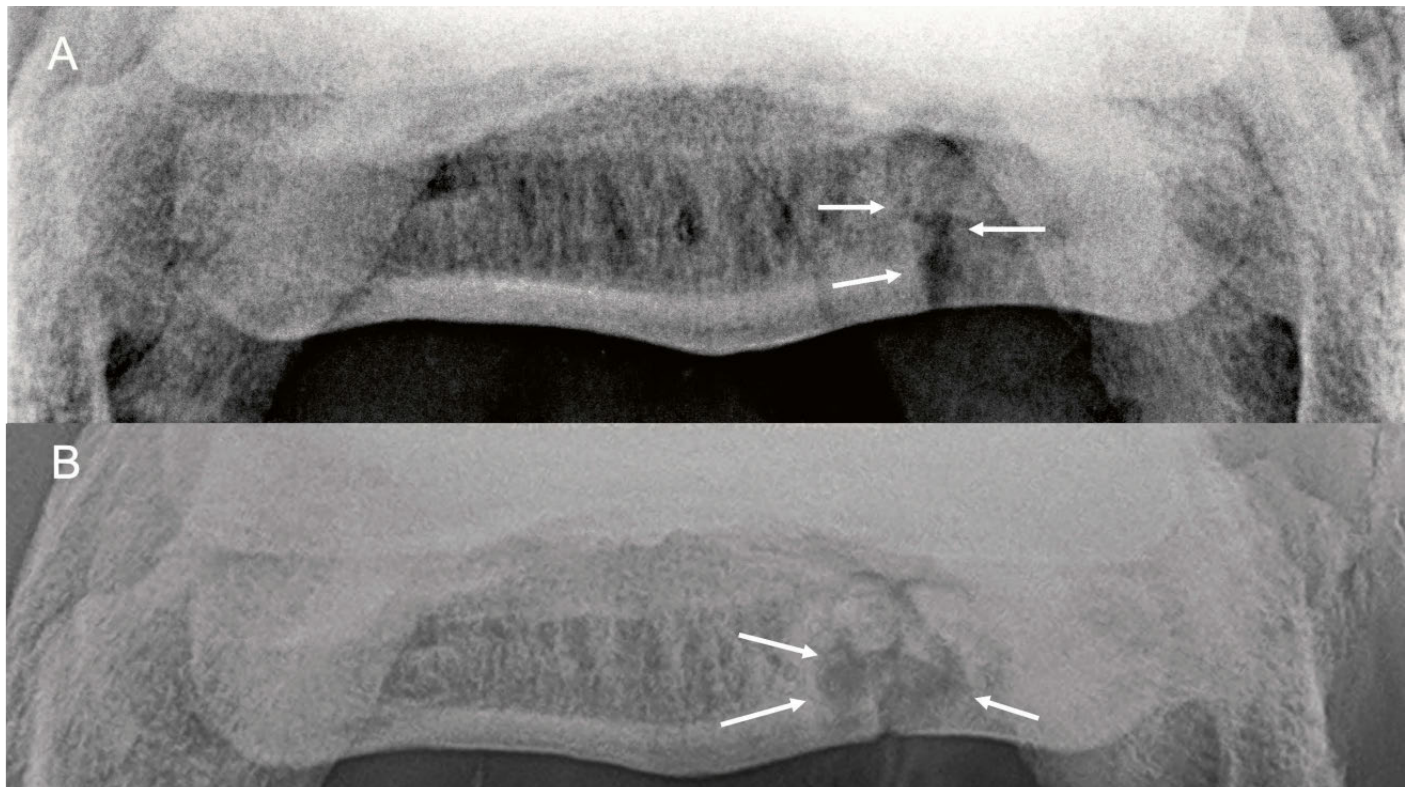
Oxspring Röntgenaufnahme von Patient 1, A = 8 Monate nach Frakturereignis und B = 4 Jahren nach Frakturereignis. Beachte im Bereich des Frakturspaltes (weisse Pfeile) die Knochenumbauvorgänge.
